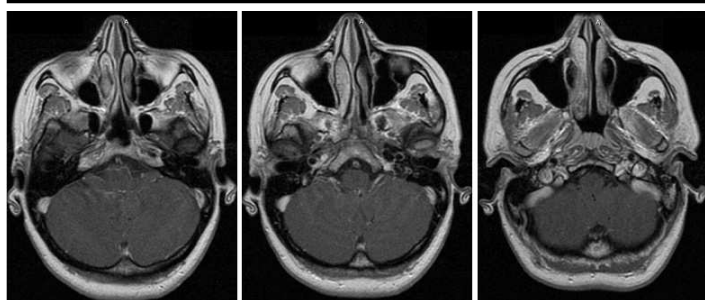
Imagens de Ressonância Magnética pré-operatória (cortes axiais em ponderação T2).
